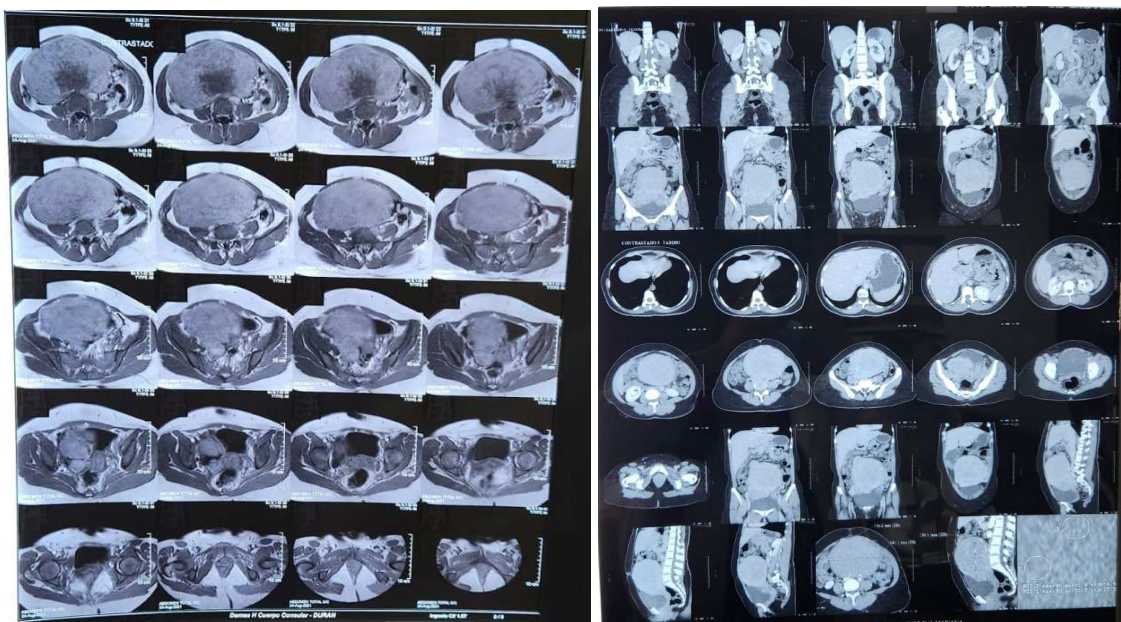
RMN Abdomen- pelvis
